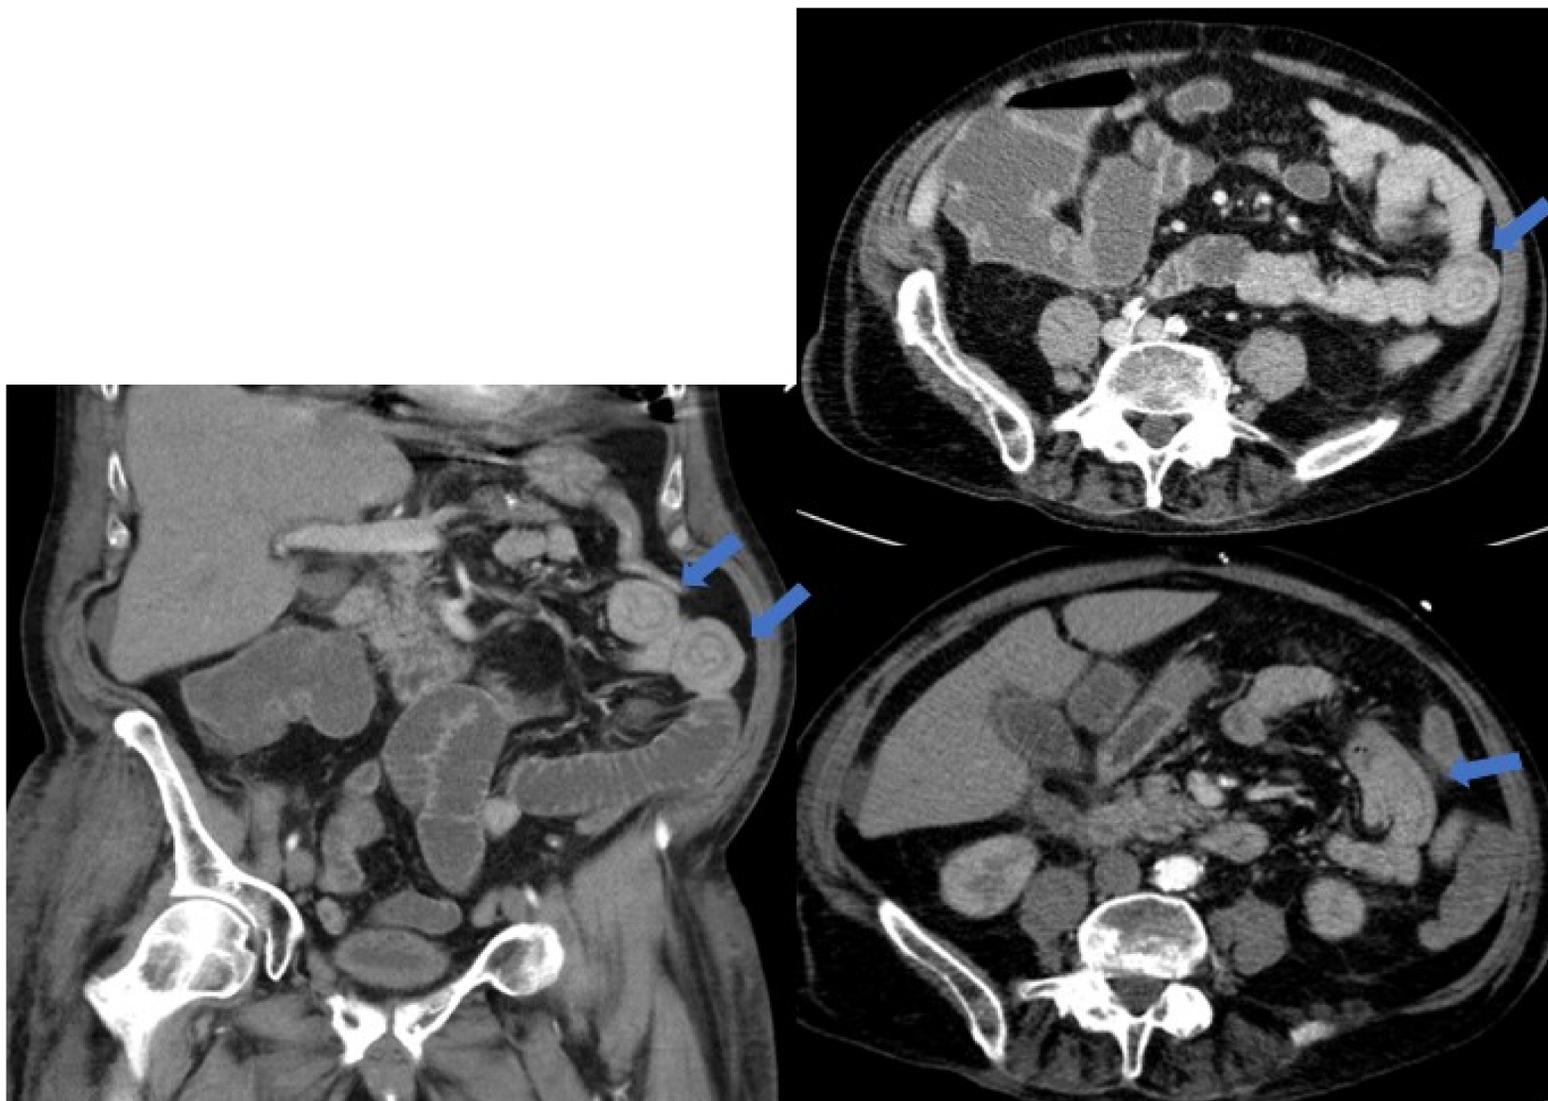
Hombre de 76 años ingresado por recambio valvular cardiaco con sospecha de sepsis de origen abdominal. En TC se identifican 3 invaginaciones enteroentéricas transitorias (flechas) y adicionalmente signos de colecistitis (no mostrado).
